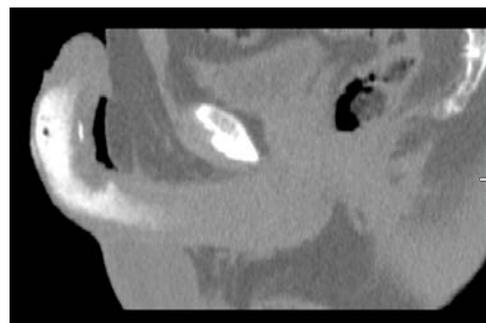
МР-томограмма. Болезнь Пейрони
